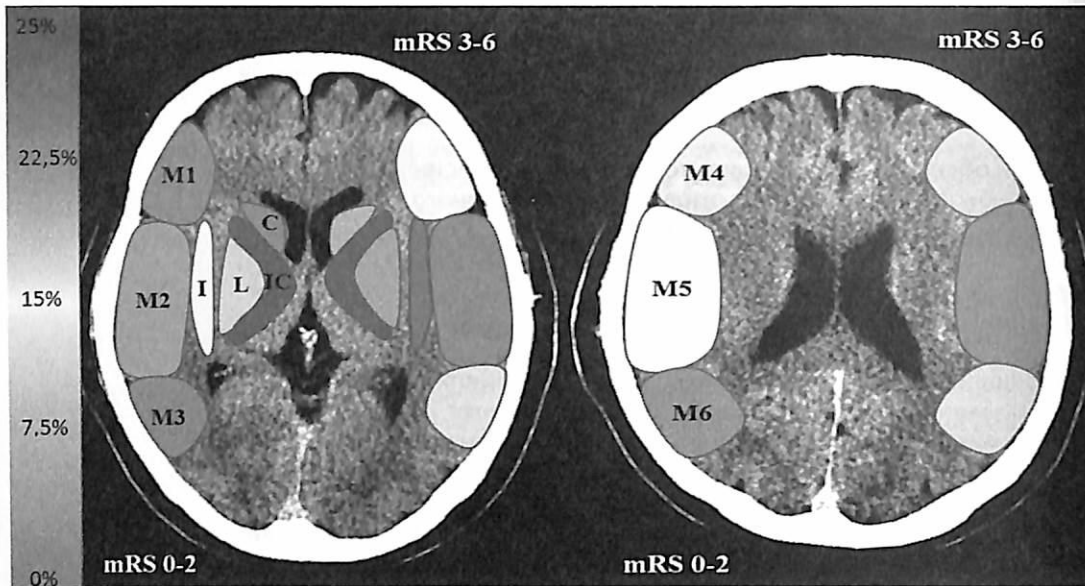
Частота и локализация ранних признаков ишемии, выявляемых при первичном КТ-исследовании, в соответствии с исходом сТЛТ
